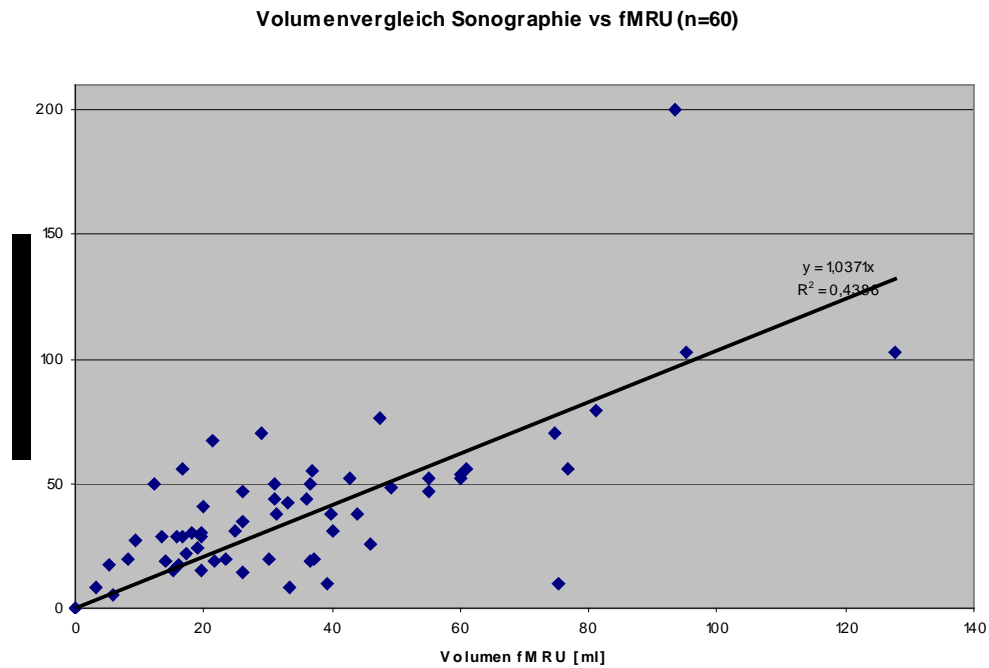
x-y-Plot Volumenbestimmung sonographisch versus Segmentation
